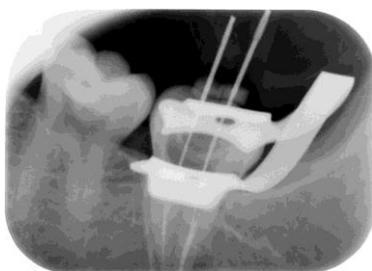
Radiographie limes en place
